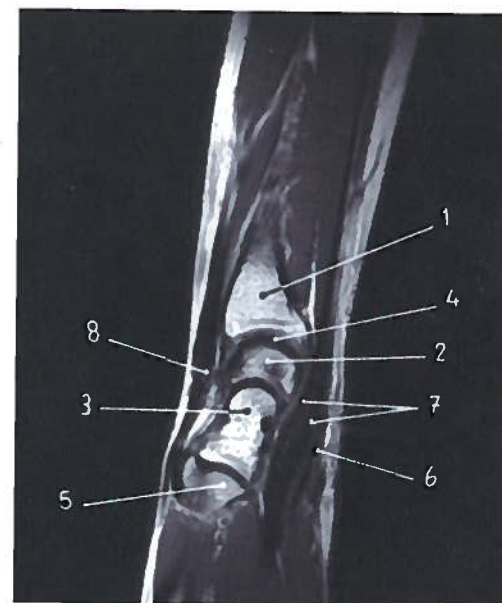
Corte RM sagital do punho
